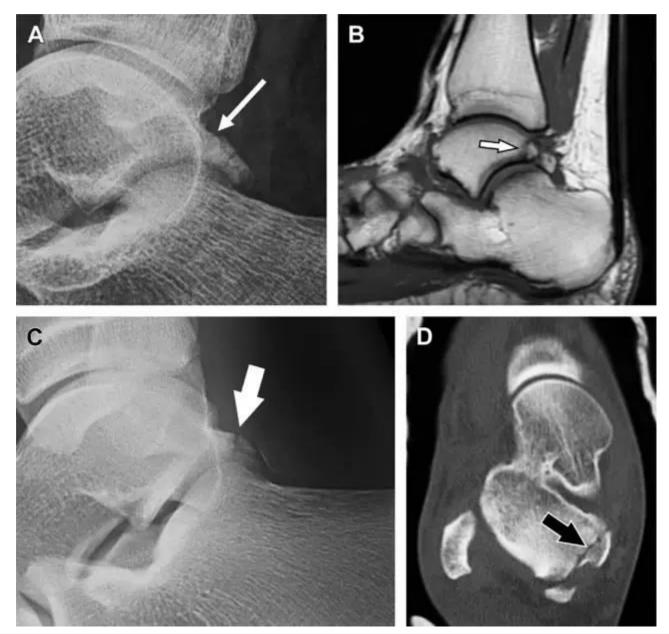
距骨后突骨折。侧位片(A)和 MRI 矢状位 T1 加权像(B)均示后外侧突的简单骨折(箭头),再次阅片时才发现 X 线片上的骨折;侧位片(C)和 CT 横断面图像示后内侧突的粉碎型骨折(箭头)
